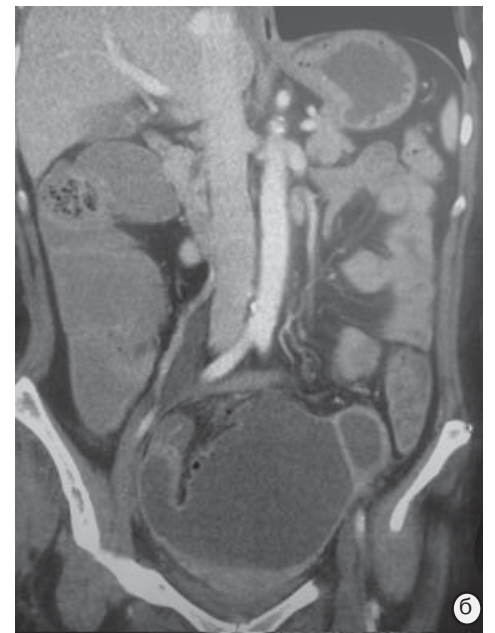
При КТ-фистулографии как «находка» выявлено объёмное образование малого таза до 1000 см³ (а – боковая проекция, б – прямая)
